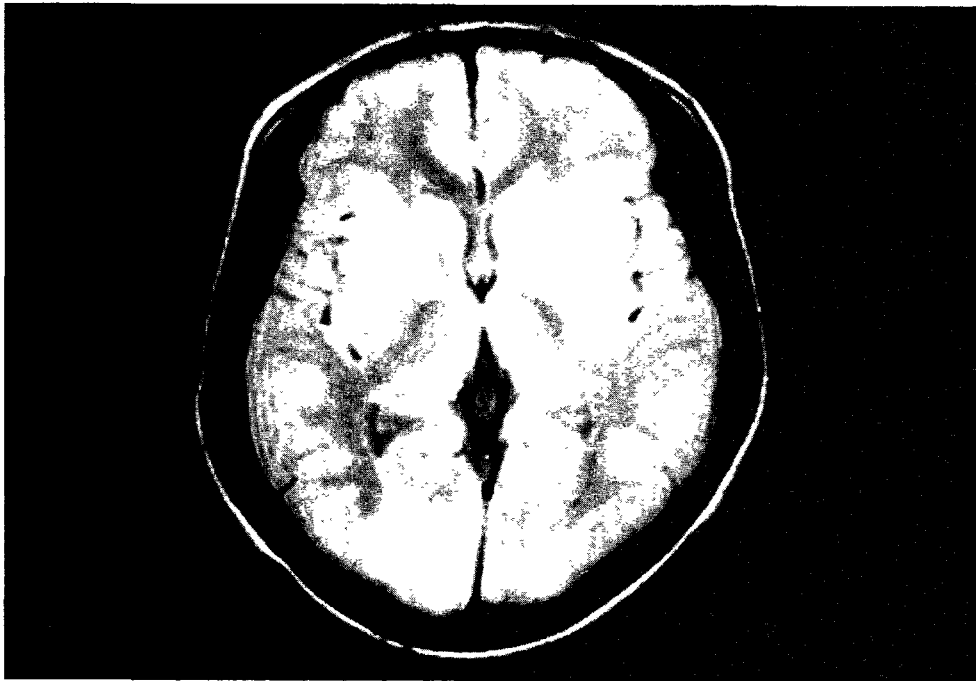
Brain MRI with T2-WI shows multiple high signal intensities in both occipital lobe and basal ganglia.
